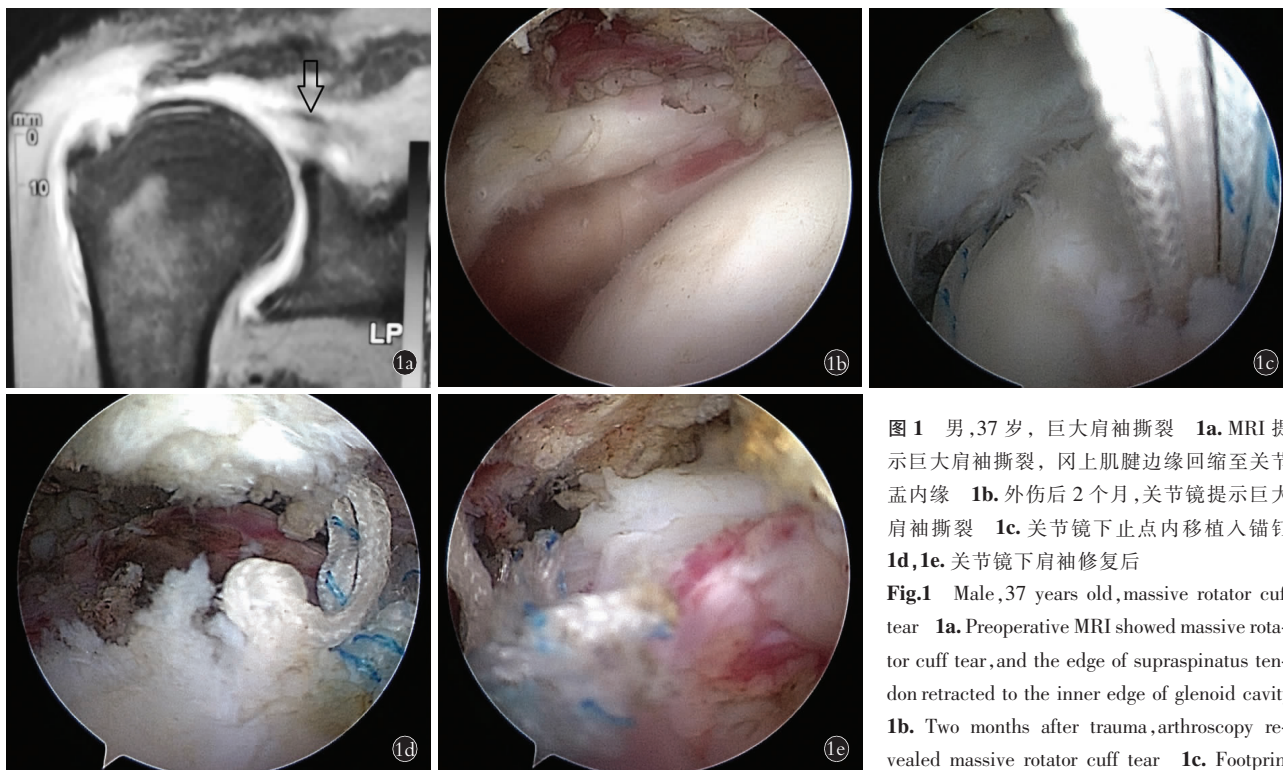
男,37 岁,巨大肩袖撕裂 1a. MRI 提示巨大肩袖撕裂,冈上肌腱边缘回缩至关节盂内缘 1b. 外伤后 2 个月,关节镜提示巨大肩袖撕裂 1c. 关节镜下止点内移植入锚钉 1d,1e. 关节镜下肩袖修复后
